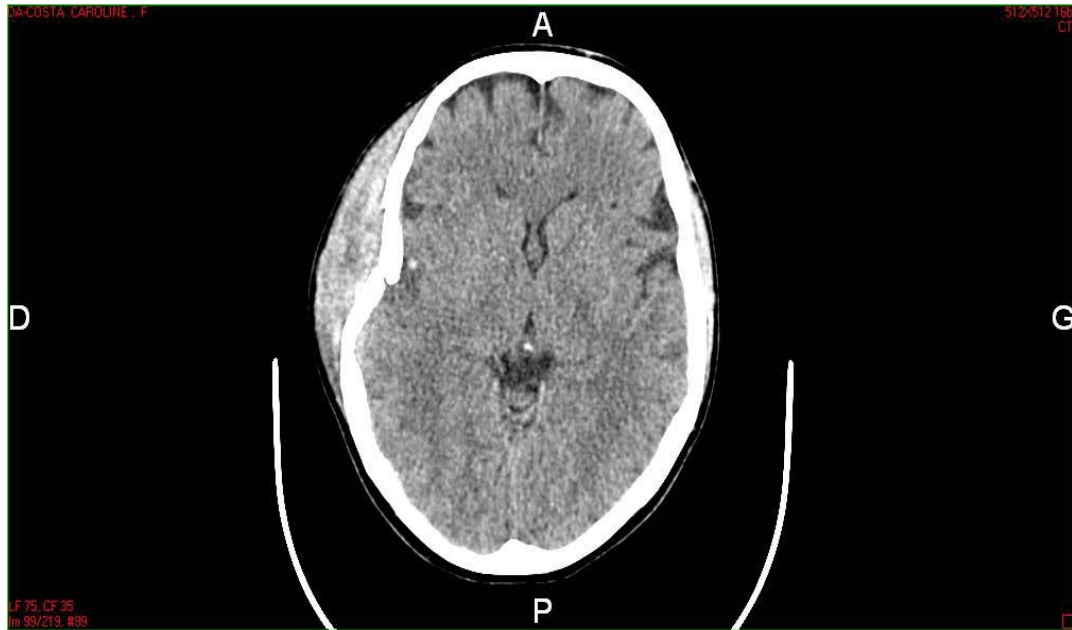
TDM cérébrale en coupe axiale sans injection du produit de contraste montrant une embarrure pariétale droite avec une esquille intra-parenchyme avec un hématome sous Galien.
